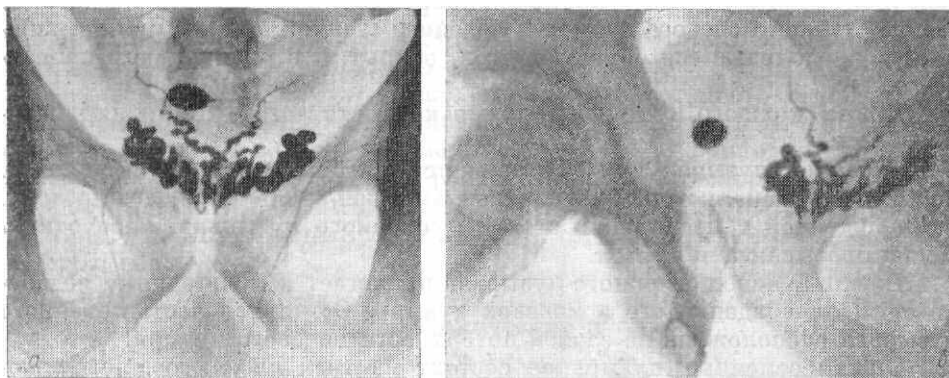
Рентгенограммы семенных пузырьков и сомавыносящих протоков в прямой задней проекции (а) и в правой задней косо-проекции (б). Над изображением семенных пузырьков определяется овальной формы тень попавшего в мочевой пузырь йодолипола.
